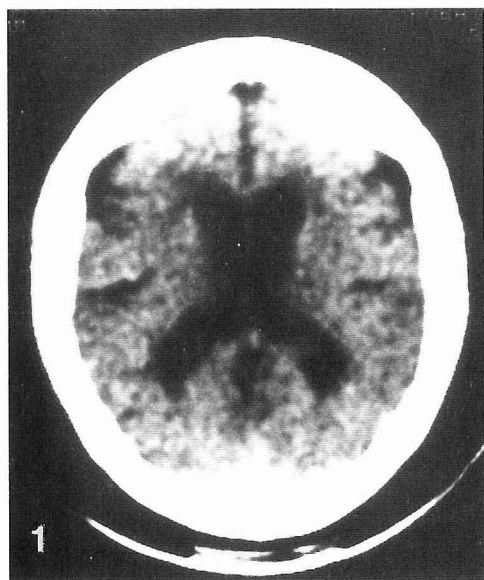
頭部CT像(昭和54年12月)。脳は萎縮しており、側脳室の拡大や脳溝の開大が著しい。また、頭蓋骨の肥厚も認められる。
